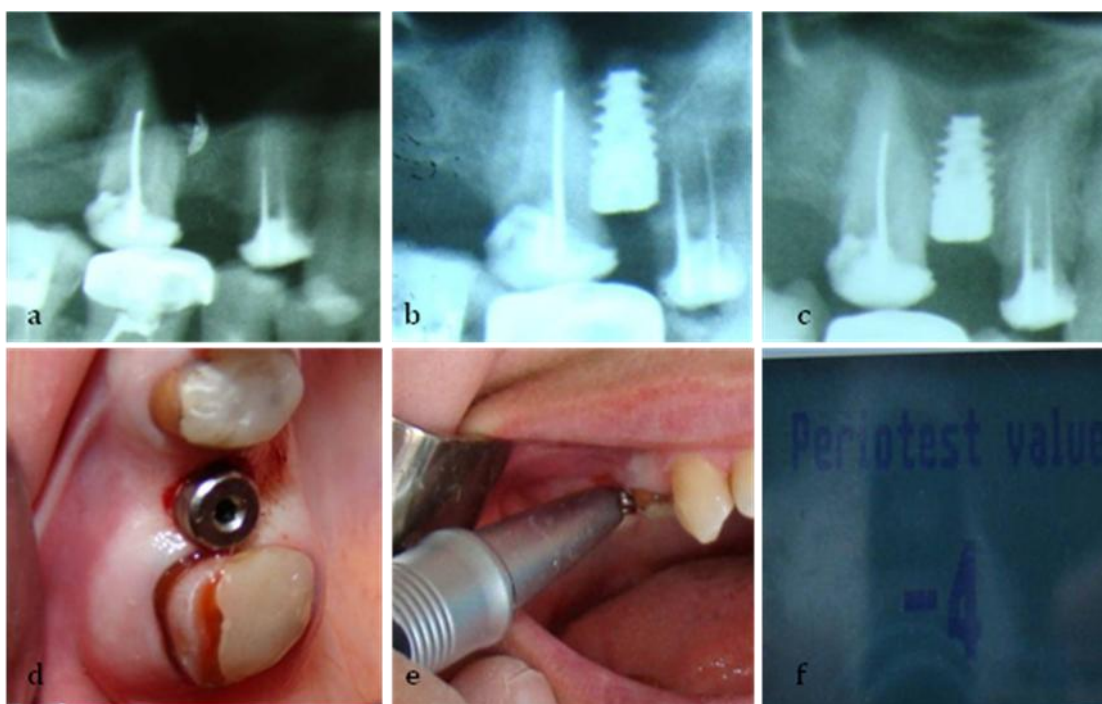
2. F,38 ani. a. Absența dintelui 1.5. Osul rezidual subantral – 5,82mm. b. Imaginea radiografică după instalarea implantului Alpha Bio 4,2- 10,0mm – fenomenul de „cort”. c. Situația la 5 luni după instalarea implantului – osul nou intrasinuzal periimplantar, indicele de remodelare gr. III; d. A doua etapă chirurgicală – conformatorul gingival instalat; e. Periotestometria; f. Valoarea periotestului.
